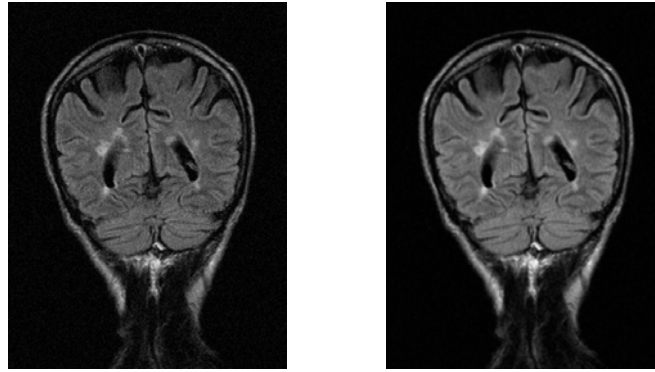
Filtrage d'image IRM par filtre de Wiener
